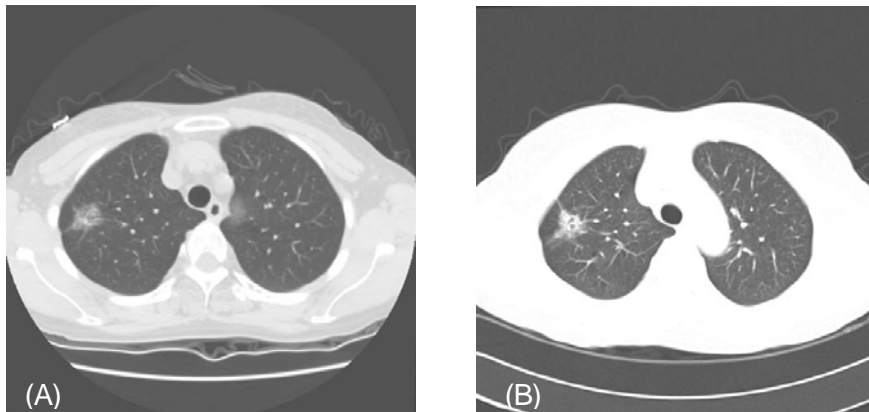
High resolution chest CT scans 4 years ago (A) and on admission (B) reveals a 2.2 cm sized solitary pulmonary nodule which exhibited no growth for over a period of 4 years and divuges ground glass opacity around nodule and pseudocavity or air bronchogram in the nodule. The finding suggests the suspicion of malignancy.
